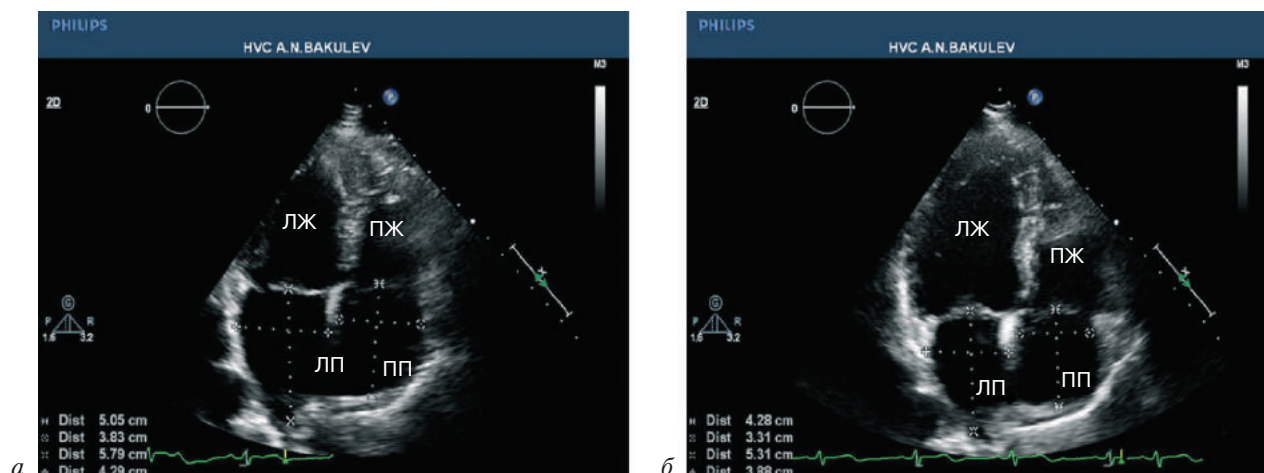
Данные эхокардиографии у пациента с функциональным ремоделированием правого и левого предсердий:
